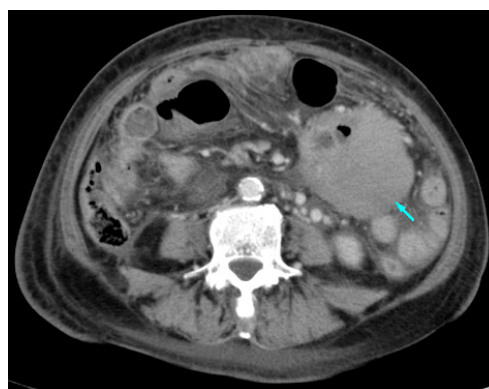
CT示右下腹10 cm \times 7 cm大小肿物,与肠系膜关系密切。(见箭头所指)
